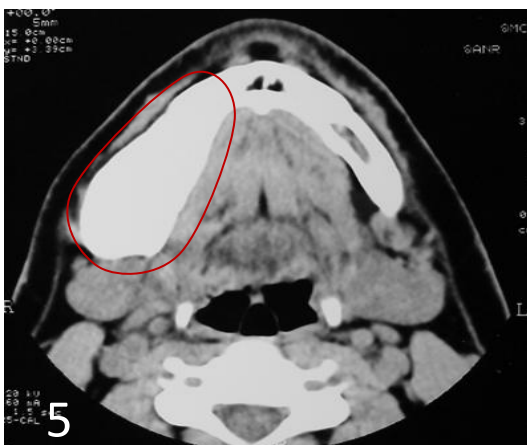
Tomografia computadorizada, corte axial mostrando neoformação óssea preenchendo todo corpo de mandíbula, com maior largura óssea decorrente da expansão das corticais.
